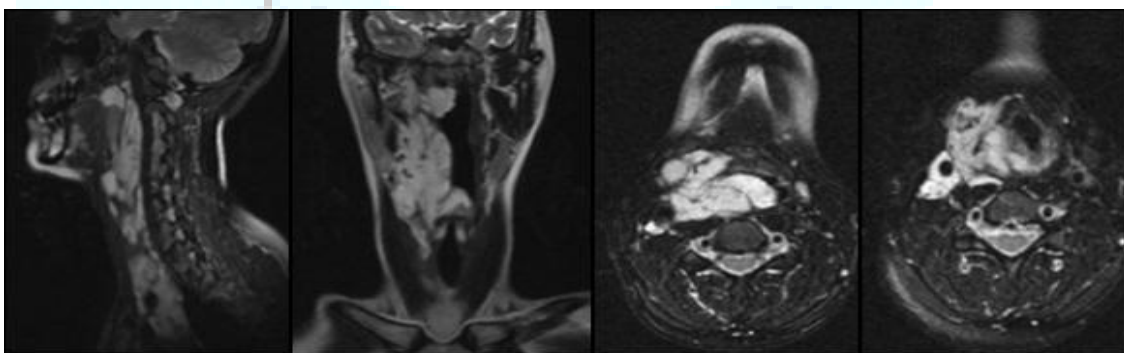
RM. Planos sagital, coronal y axial en secuencia T2-FAT SAT. Extensión de la lesión desde cávum hasta la encrucijada cervicotorácica derecha.
